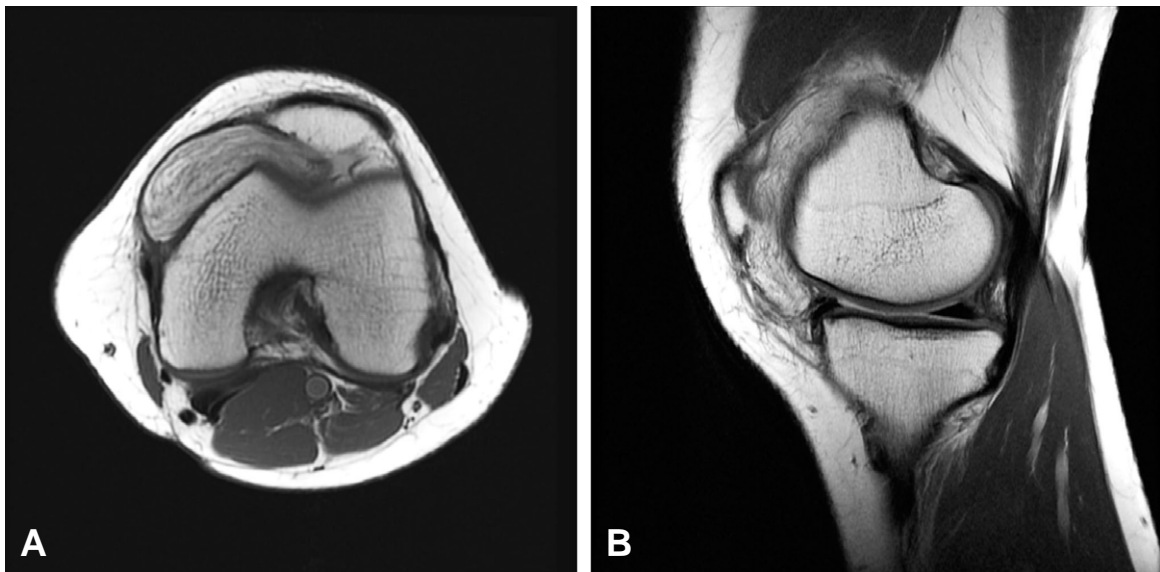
Magnetic resonance imaging of the lesion. (A) T1-weighted axial magnetic resonance image (repetition time [TR], 616.7 msec; echo time [TE], 11.3 msec) showing a large tumor with high signal intensity containing linear structures of low signal intensity. (B) T2-weighted sagittal MR (TR, 2400 msec ; TE, 40.2 msec) image showing as mass with high signal intensity in the medial patellofemoral joint.
